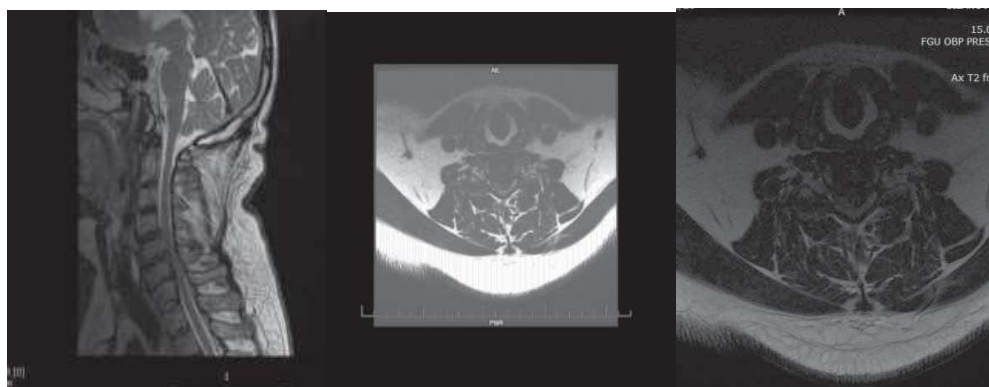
МРТ шейного отдела позвоночника больного С., 56 лет, до операции.
